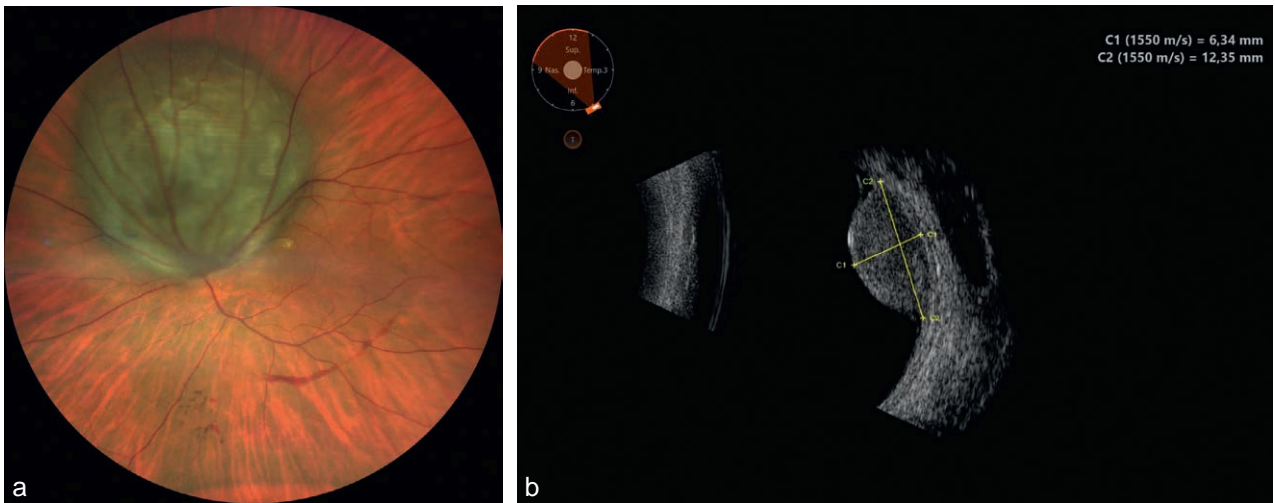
a, b. Mélanome choroïdien envahissant la tête du nerf optique. Une IRM est à réaliser pour éliminer une extériorisation postérieure.
